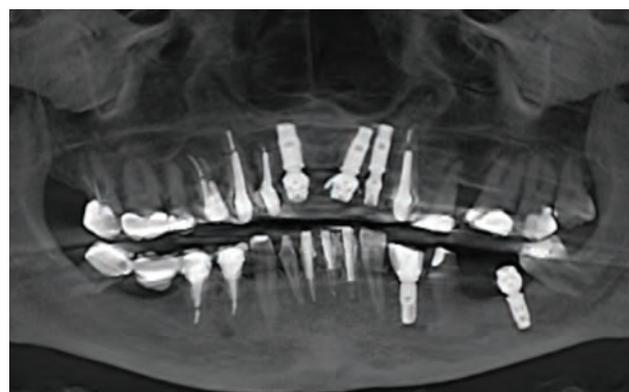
Corte coronal panorâmico por tomografia computadorizada no momento pré-operatório
